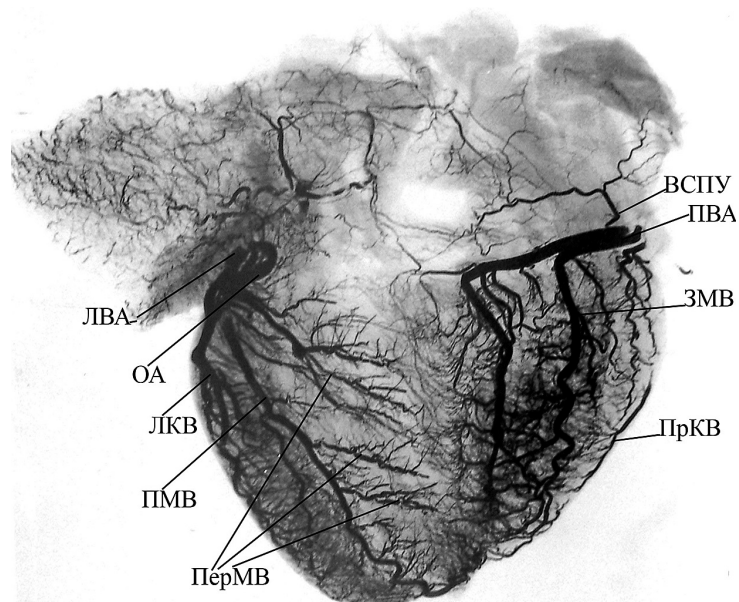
Интраорганные артерии сердца. Инъекция рентгеноконтрастной суриковой массой. Отпечаток с рентгенограммы в диафрагмальной укладке.
